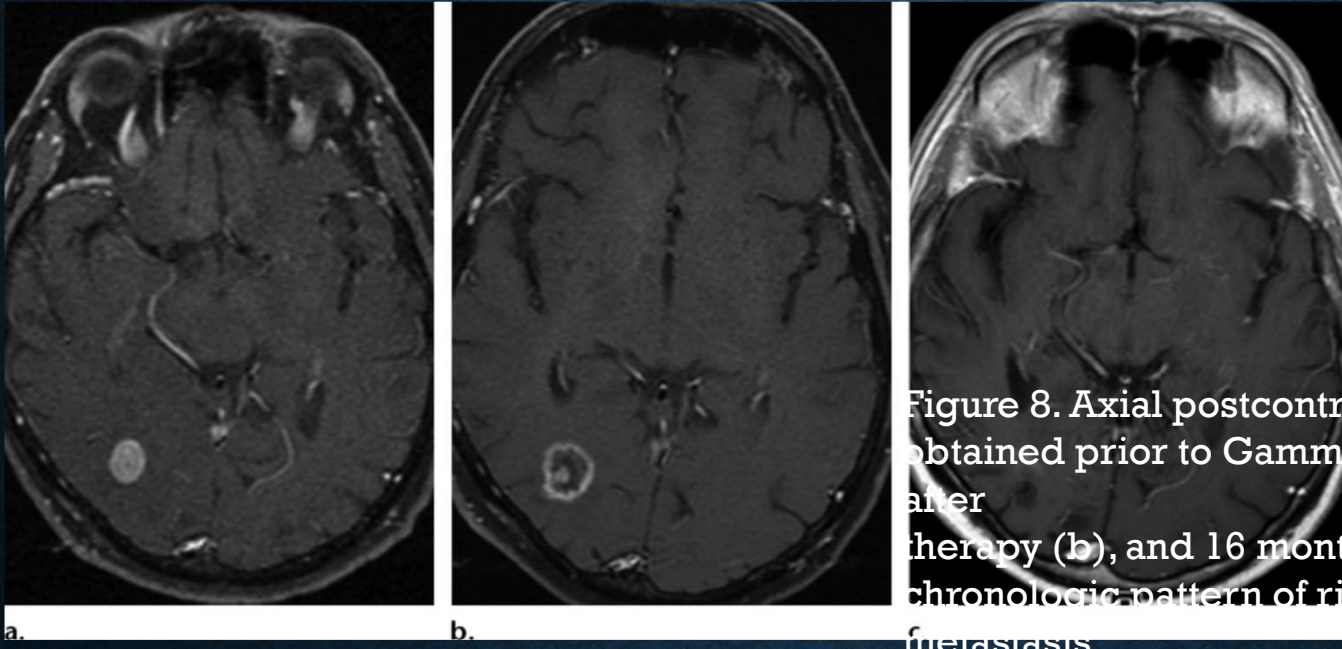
Axial postcontrast T1-weighted MR images obtained prior to Gamma Knife therapy (a), 4 months after therapy (b), and 16 months after therapy (c) show a chronologic pattern of right parieto-occipital brain metastasis, with a transient increase in size due to Gamma Knife therapy and resolution after a few months. The size increase tends to develop 3–12 months after Gamma Knife therapy and subsides within 5–7 months after onset.
